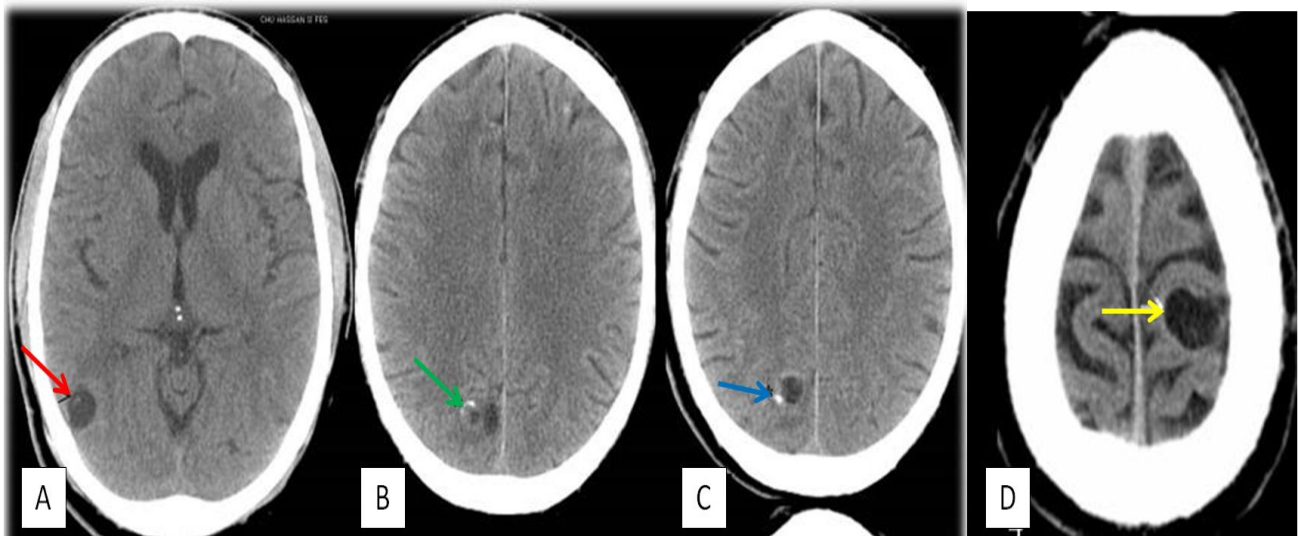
La TDM cérébrale sans injection montre des lésions kystiques multiples intraparenchymateuses (coupe axiale : A, B, C) et une sous-arachnoïdienne (coupe axiale : D) infra-centimétriques : kystique avec nodule mural (scolex) (flèche rouge : A), kystique rétractée (flèche verte : B), lésion avec nodule calcifié (flèche bleue : C), et vésiculaire (flèche jaune : D).
